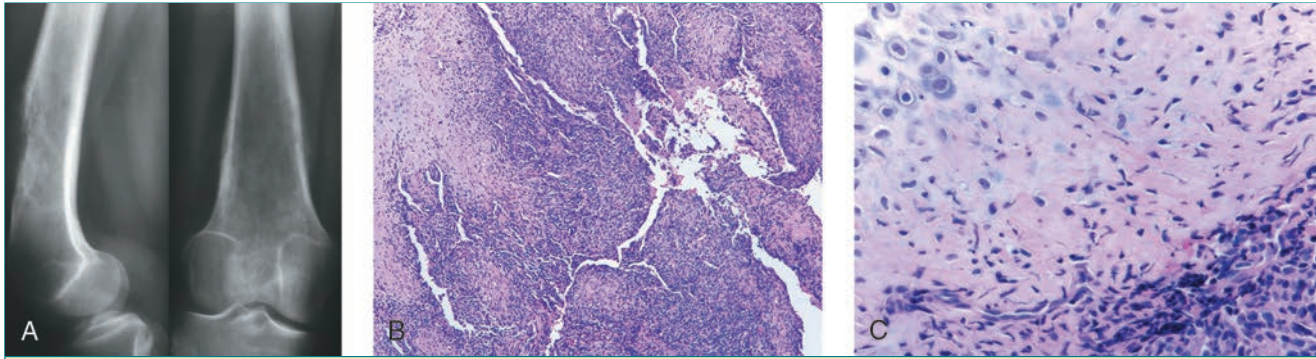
Condrosarcoma del fémur distal en una mujer de 28 años. A, Las radiografías anteroposterior y lateral ponen de relieve una lesión lítica difusa con destrucción de la cortical anterior. B, La imagen microscópica con poco aumento revela un aspecto bifásico de la lesión con cartílago y con células redondas pequeñas, compatible con un condrosarcoma mesenquimatoso. C, La imagen microscópica con gran aumento muestra la unión entre el cartílago de bajo grado y las capas de células pequeñas.
